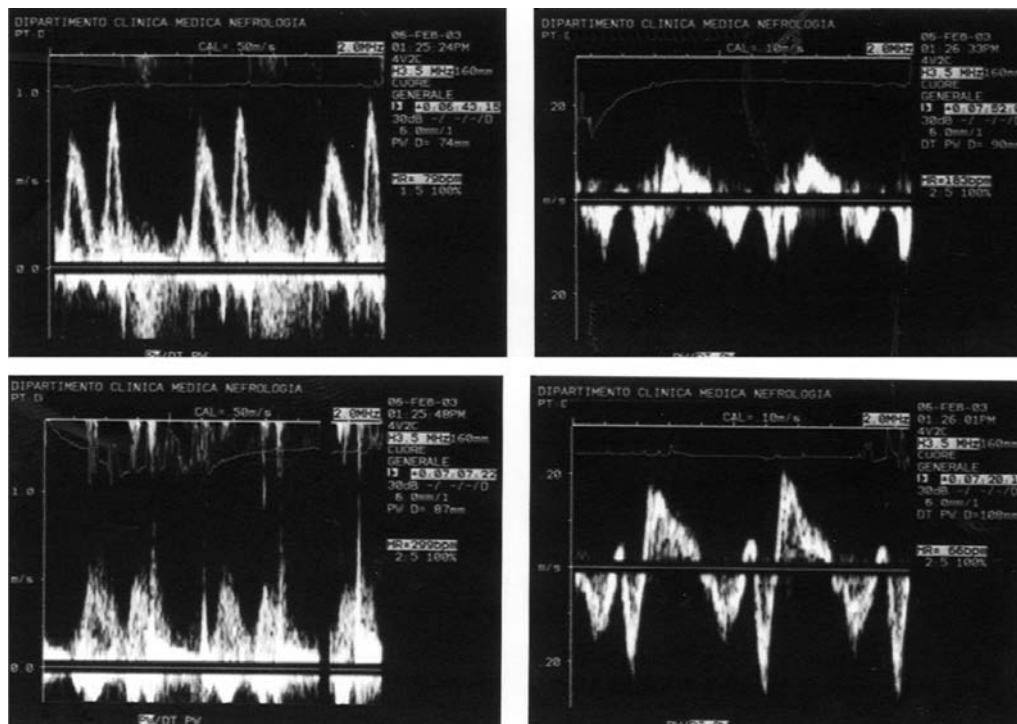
Disfunzione ventricolare sinistra (in alto) e ventricolare destra (in basso), valutate con Doppler di flusso (a sinistra) e con Doppler tissutale (a destra) in un paziente con granulatosi di Wegener.
